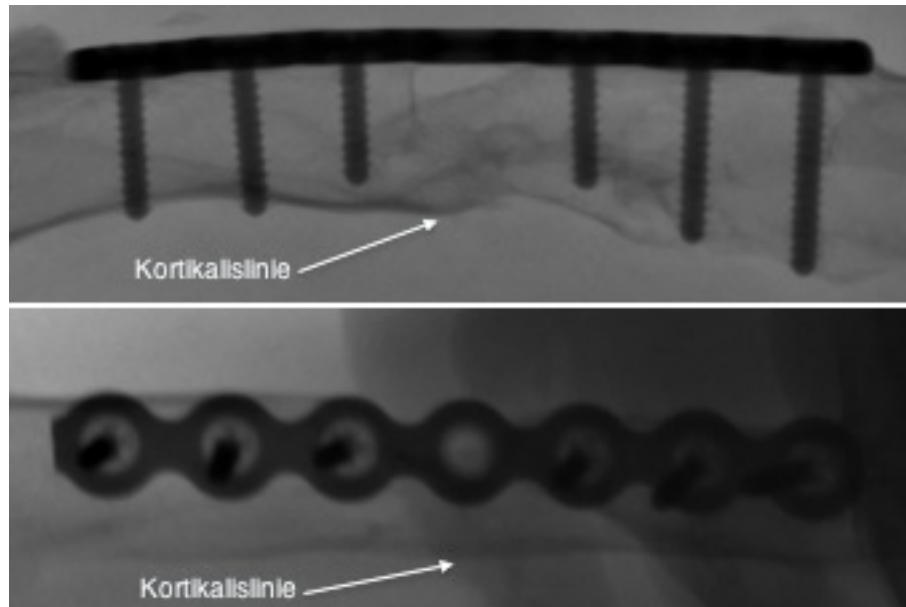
Projektionsradiographisches Röntgen, Leerdefekt, rechts proximal: Nach 20 Wochen scheint der Osteotomiespalt geschlossen, in der zweiten Ebene (unten) ist eine scheinbar durchgehende Kortikalislinie verfolgbar. Man kann jedoch auch erkennen, dass der Defekt nicht vollständig ausgefüllt ist (oben)
